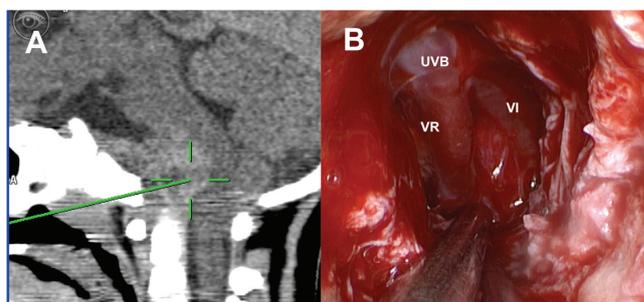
Imagen de navegación intraoperatoria con tomografía en corte sagital (A) que muestra la ubicación del señalador en la fosa posterior durante la resección quirúrgica. Imagen intraoperatoria después de resección subtotal del tumor y descompresión del tallo cerebral (B). UVB: unión vertebro-basilar. VI: arteria vertebral izquierda VD: arteria vertebral derecha.
